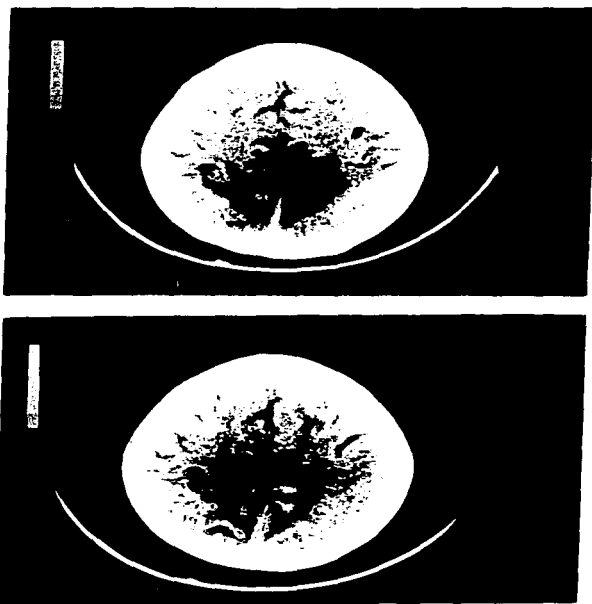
TAC cerebral que muestra en el corte superior imágenes hiperdensas corticales parietales altas en íntima relación con la línea interhemisférica y sustancia blanca que corresponden a infiltración por enfermedad de Hodgkin. La imagen inferior, 4 meses después, hay disminución importante de imágenes hiperdensas posterior a 4 cursos de quimioterapia.
